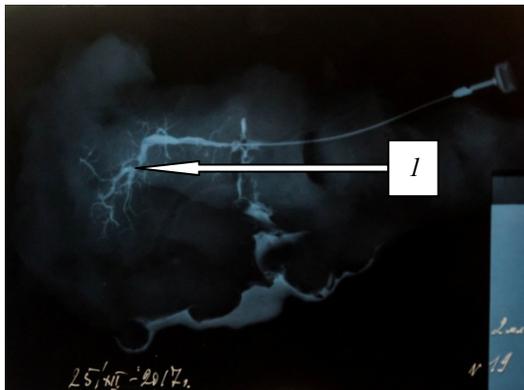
Препарат № 16. Рентгенограмма № 19: 1 – конкремент округлой формы 6 мм в длину
